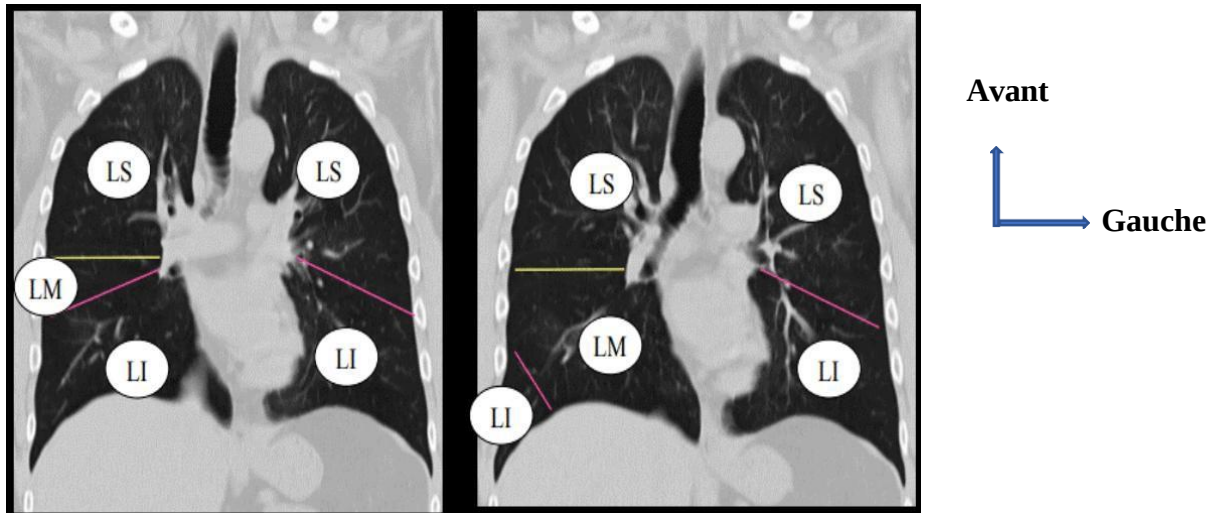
TDM thoracique sans injection, en reconstructions coronales montrant la succession des segments des lobes du poumon
